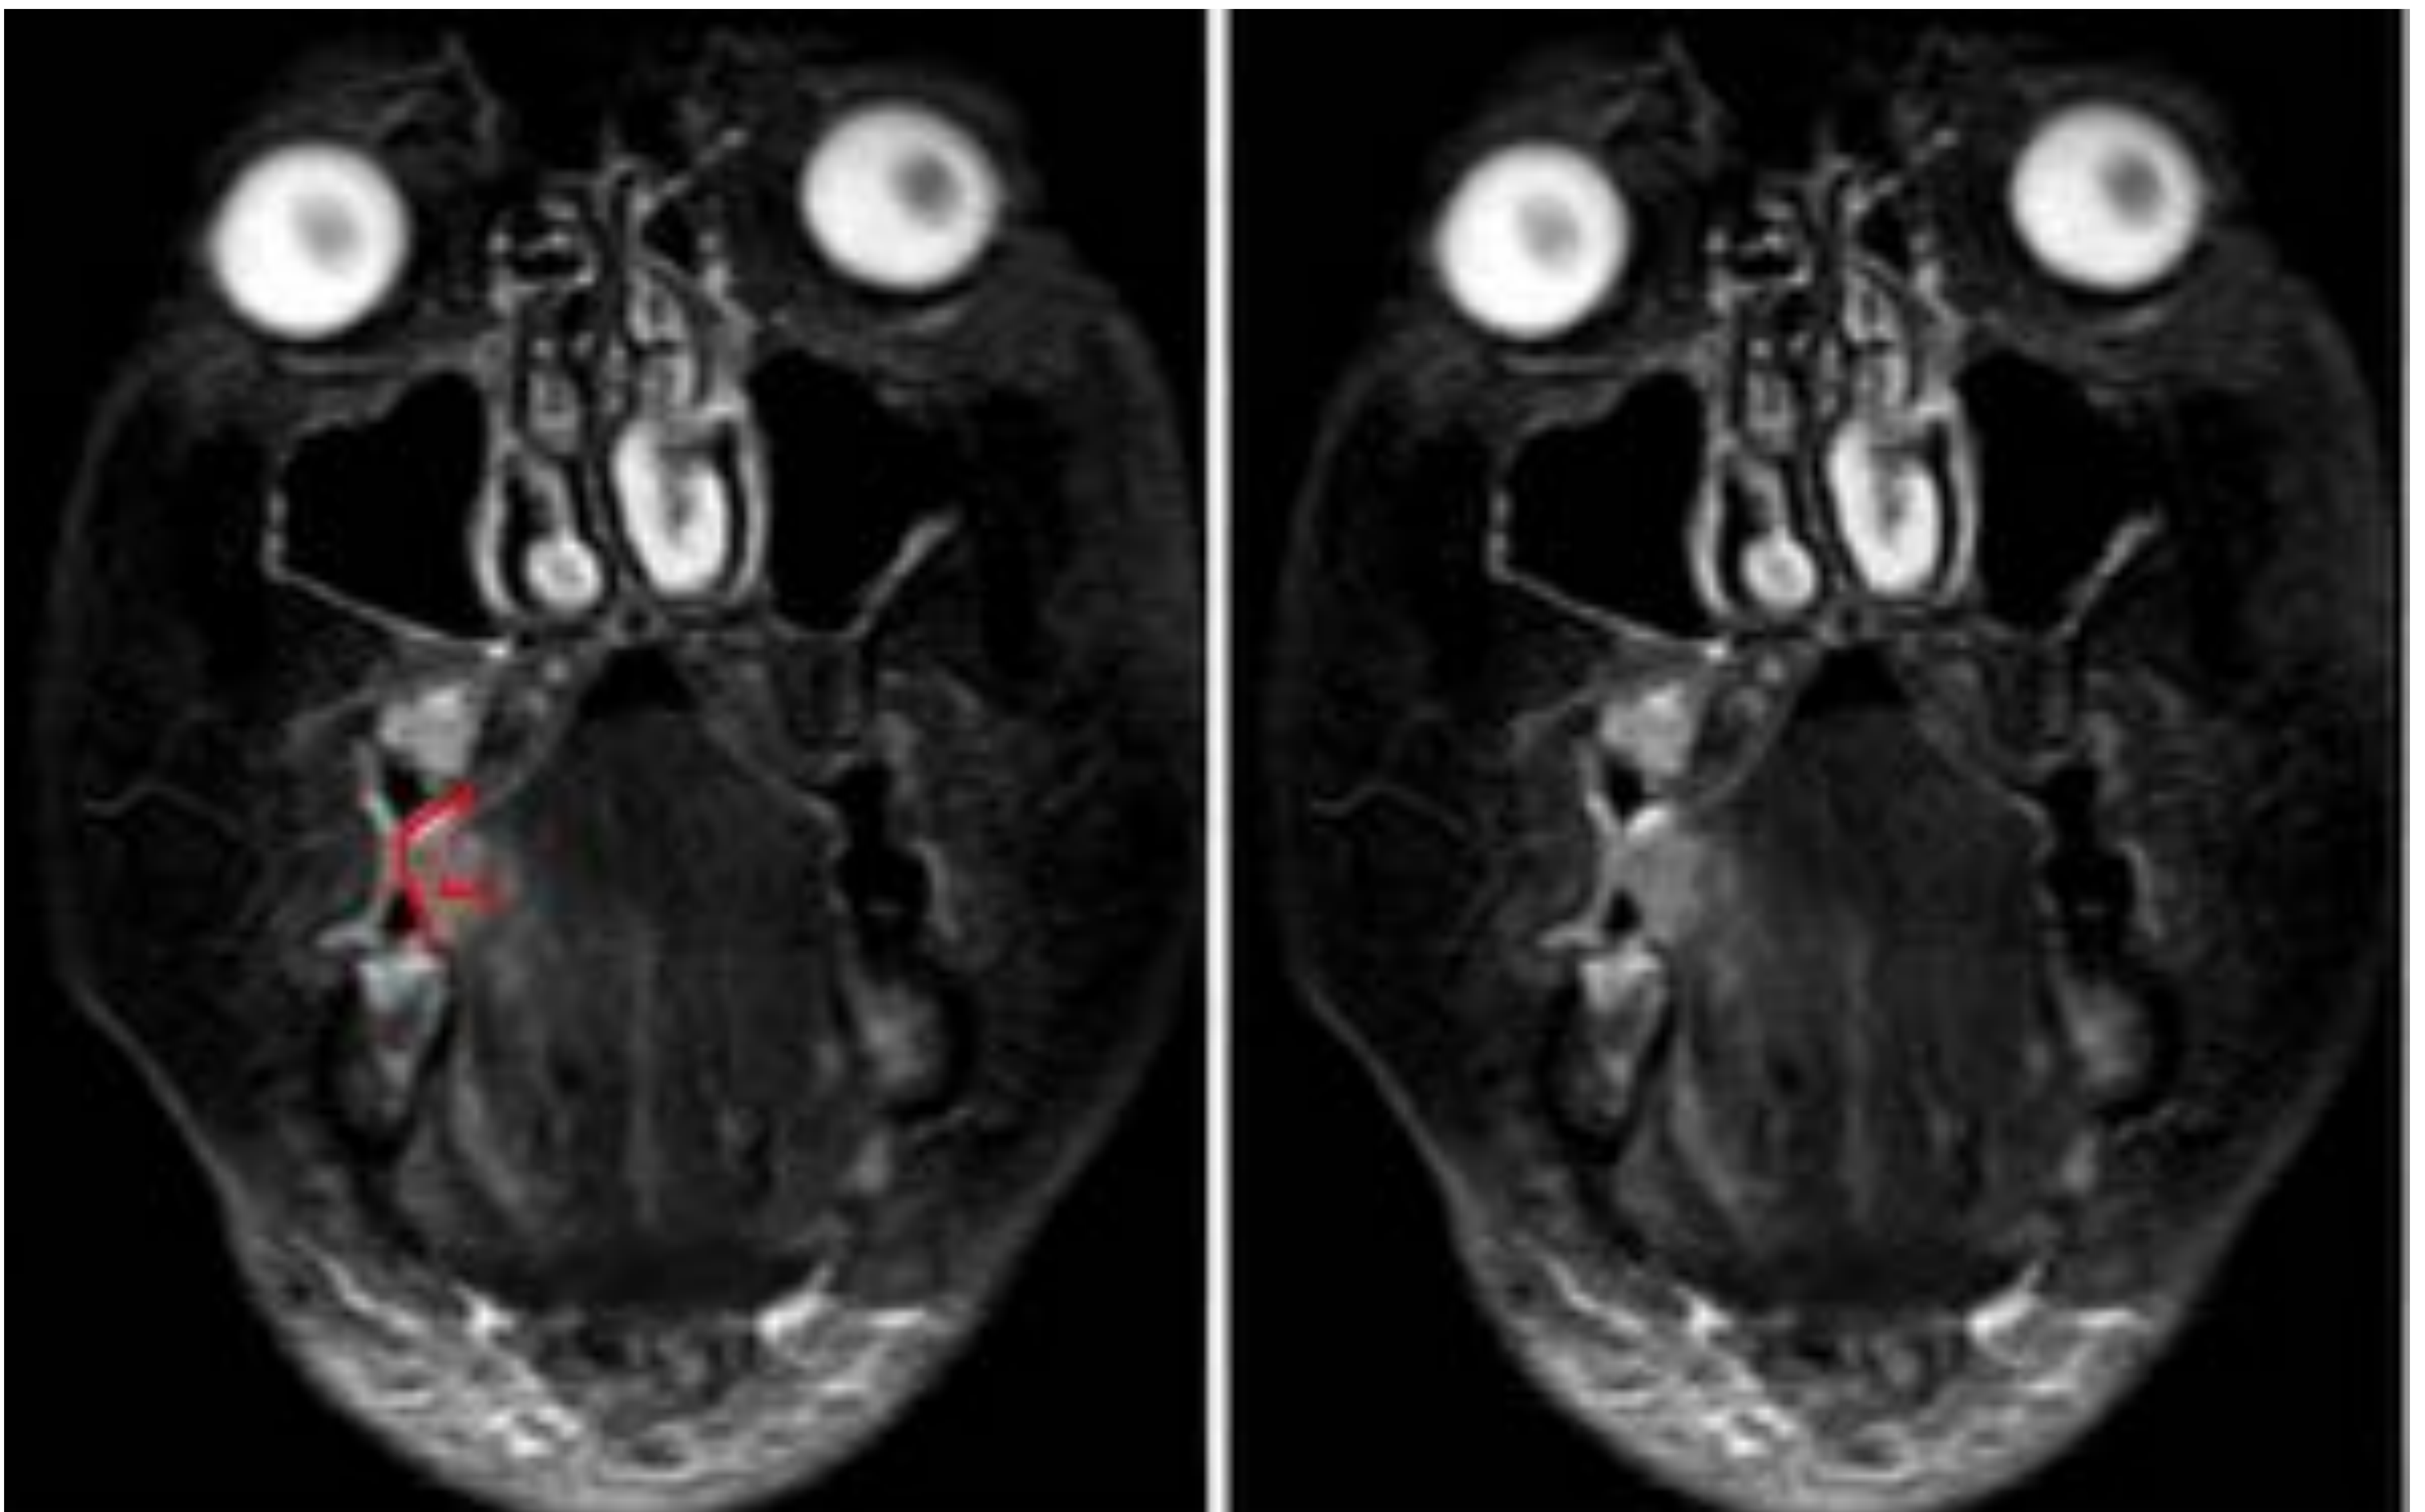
RM Coronal STIR de otro paciente que muestra lesión exofítica hiperintensa en borde lateral de la hemilengua derecha. Se calculó DOI (línea continua) a partir de una línea de referencia entre los bordes de mucosa normal (línea discontinua) Fuente: HUSC.
